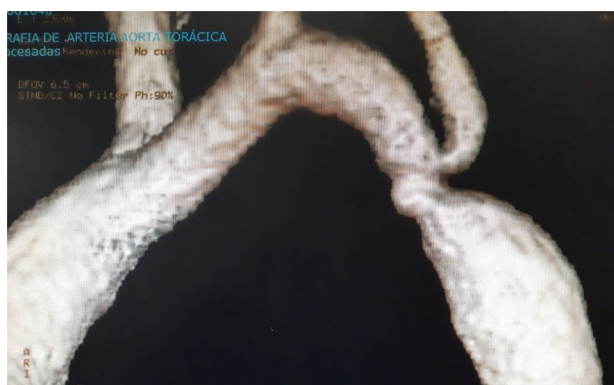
Angio-TAC con imagen de recoartación posdilatación percutánea.
